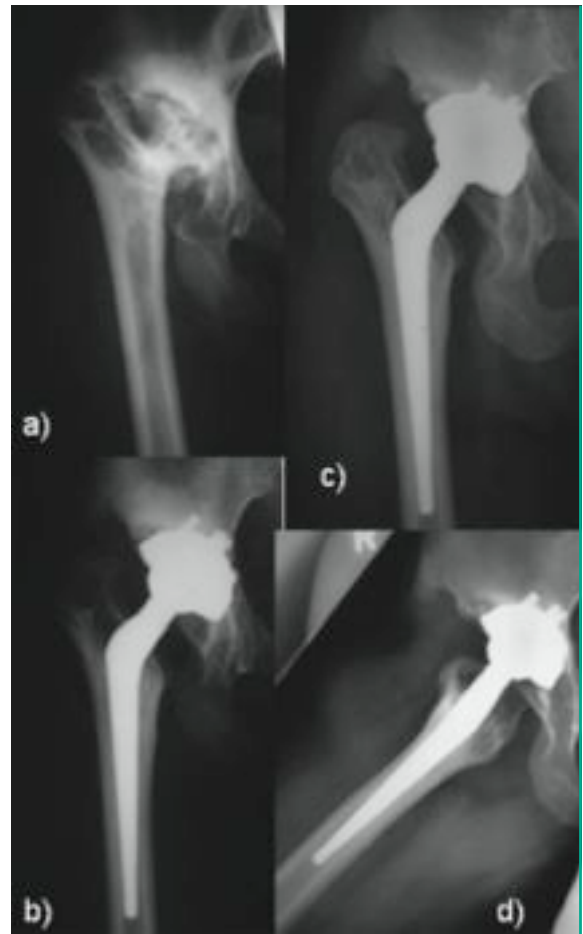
a) Die a. p. Röntgenaufnahme der rechten Hüfte einer 33 Jahre alten Patientin zeigt eine fortgeschrittene Dysplasiecoxarthrose.
